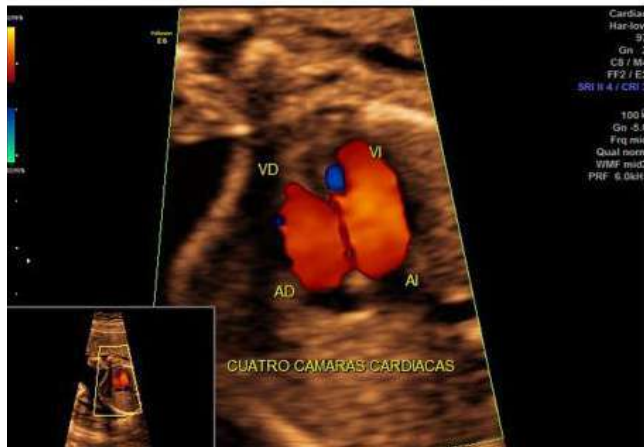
Corazón fetal, con doppler flujos AV
